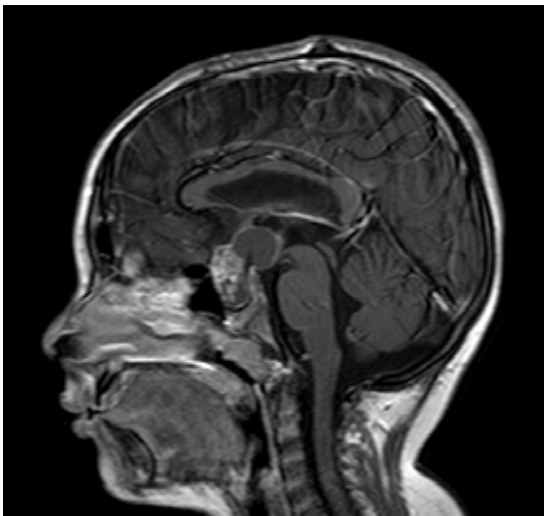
Ressonância nuclear magnética de lesão sólido-cística com expansão supraselar
